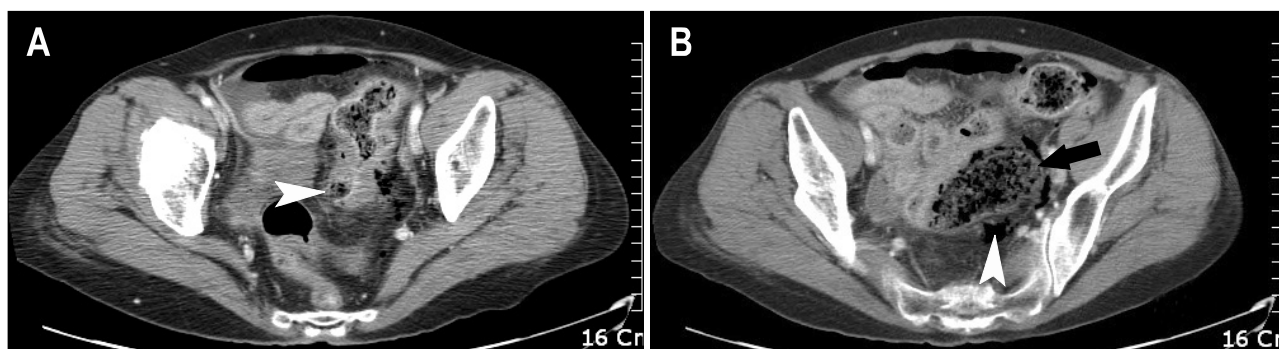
68-year-old female with stercoral perforation of colon. (A) Transverse CT image showed fecaloma protruding through the wall defect of the sigmoid colon (arrowhead). (B) Transverse CT image obtained at upper level showed extra-luminal fecal material (arrow) and free gas (arrowhead).
